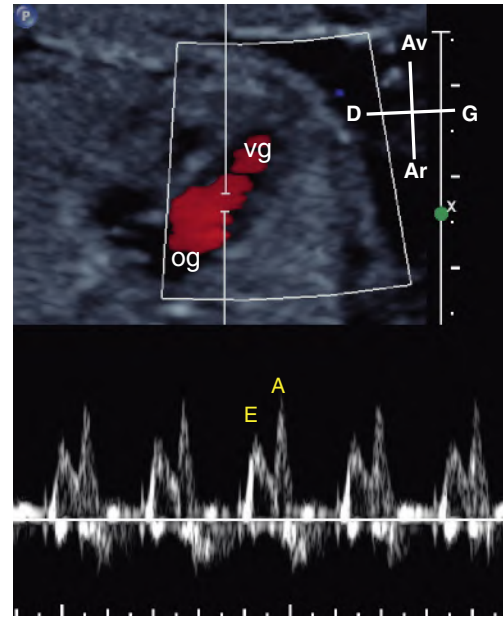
Flux mitral en Doppler pulsé. Le flux est biphasique avec un pic protodiastolique de remplissage passif du ventricule gauche (onde E pour *early*) et un pic télédiastolique de remplissage actif consécutif à la systole auriculaire (onde A pour *atrial*). Chez le fœtus, l'onde A est plus ample que l'onde E. og : oreillette gauche; vg : ventricule gauche.
